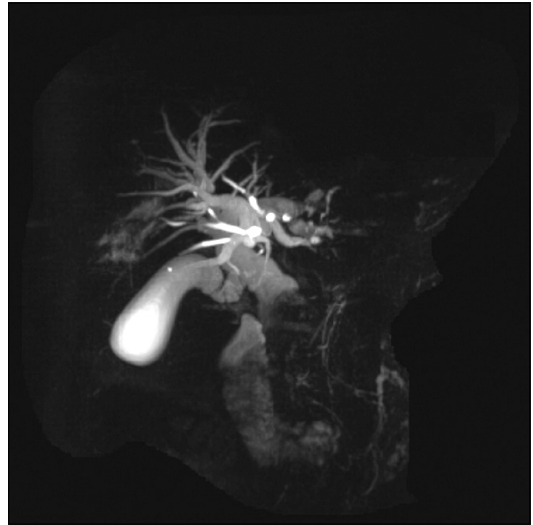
Magnetic resonance cholangiopancreatographic findings. Diffuse dilatation of bile ducts was seen with filling defect at the distal common bile duct.
